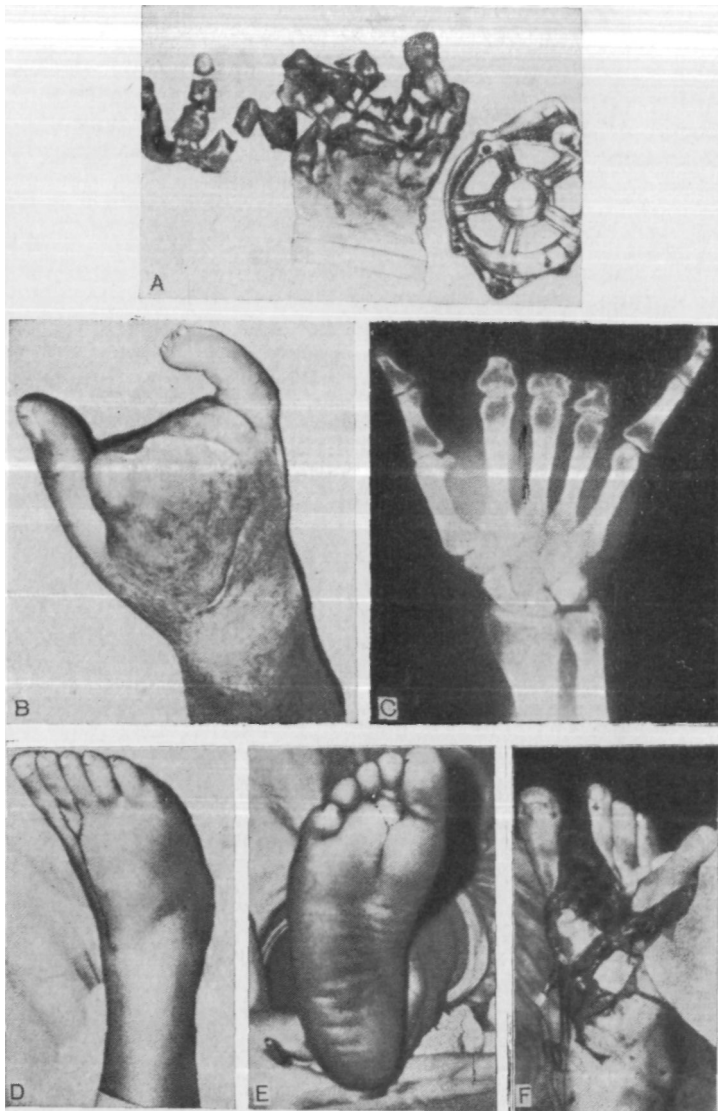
4А. Ампутация II, III и IV пальцев правой кисти у 40-летней женщины в результате производственной травмы. Правая кисть была ишемизирована из-за сложной травмы и требовалась пластика кожи на ладонной поверхности предплечья свободным лоскутом. В. Ампутации II, III и IV пальцев правой кисти у той же больной. С. Рентгенограмма ампутированной кисти на уровне проксимальных фаланг у той же больной. D. Разрез на тыле стопы при пересадке II пальца. E. Разрез на подошве для пересадки II пальца у той же больной. F. Второй палец стопы мобилизован на тыльной артерии стопы и большой подкожной вене.
